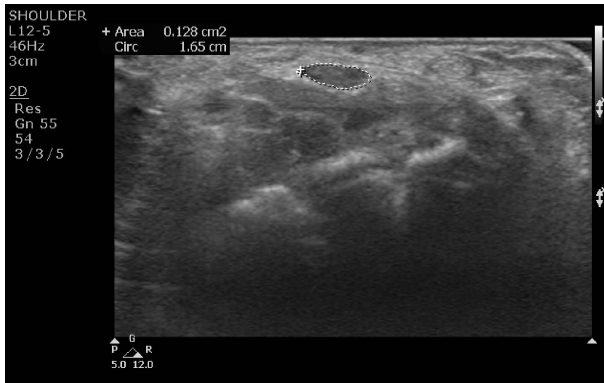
Sonographic findings of the carpal tunnel syndrome at the scaphoid-pisiform level. Median nerve is typically swollen, and cross-sectional area is more than 10 mm^2 (cross sectional area: 12.8 mm^2).
